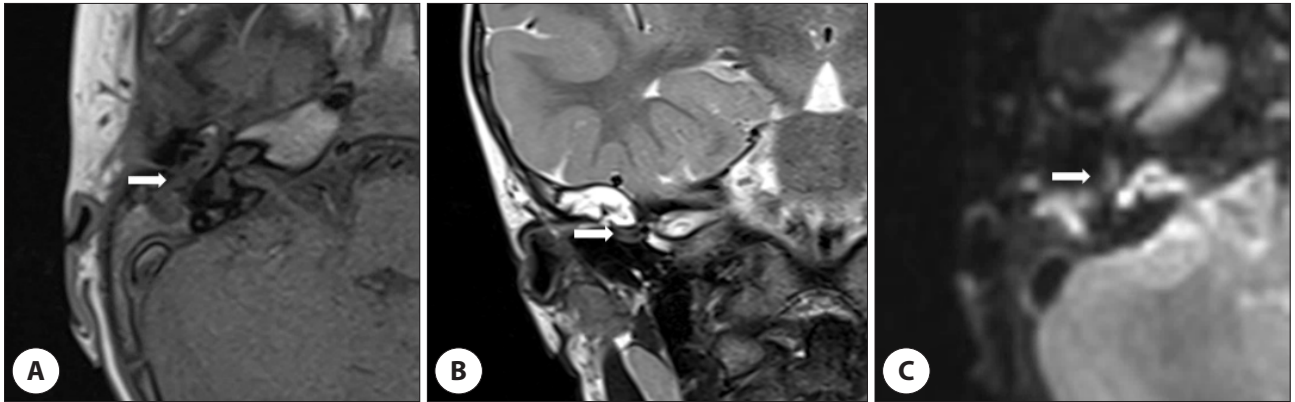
Magnetic resonance image shows mass like lesion in the middle ear cavity (arrows). A : Axial view, low-signal intensity on T1 weighted image. B : Coronal view, low-signal intensity on T2 weighted image. C : Axial view, low-signal intensity on diffusion-weighted image, suggesting other benign middle ear tumor, rather than cholesteatoma.
